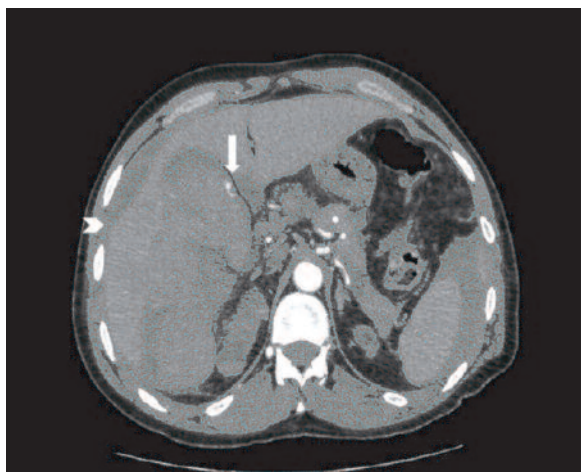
Coupe axiale TDM après injection de produit de contraste montrant l'hémopéritoine (tête de flèche), une vésicule biliaire distendue avec une extravasation du produit de contraste au niveau de sa paroi antérieure (flèche) en rapport avec une plaie de l'artère cystique.
